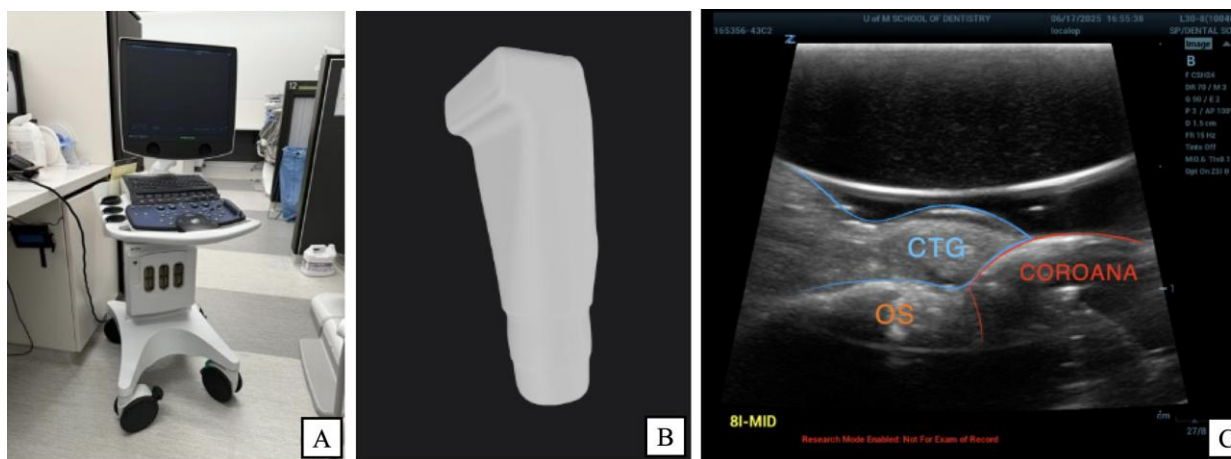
Evaluarea ultrasonografică a grosimii țesuturilor moi peri-implantare A) Dispozitiv ultrasonografic B) Sondă pentru ultrasonografie intraorală de înaltă frecvență C) Imagine ultrasonografică la nivel dentar, evidențiind osul alveolar, țesuturile moi și coroana dentară
